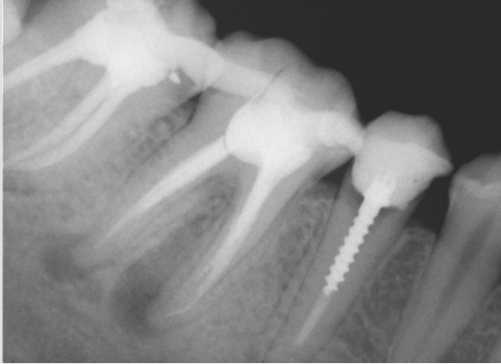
Vaka 1 başlangıç radyografisi
